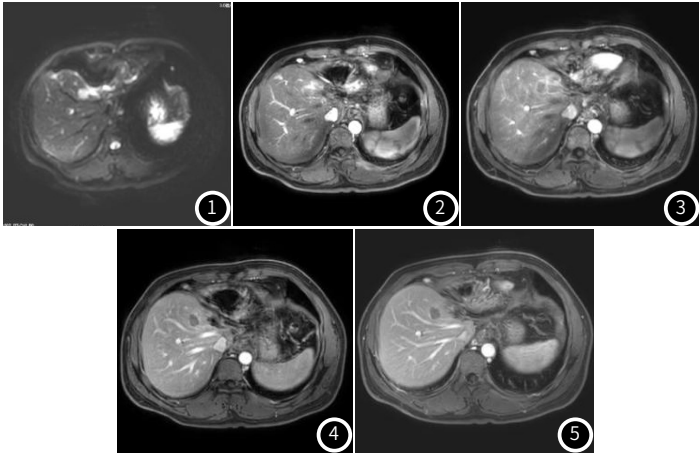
图5 43岁男性肝癌患者腹部MR表现。图1是MRI平扫图，肝近膈肌处可见一类圆形长T₁稍长/短T₂信号影，肝VIII段见一点状T₁低T₂高T₂，肝VI段见条片状T₂稍低信号影，肝IV段见两处结节状稍长T₁稍长T₂信号影，肝周及脾周见少量T₂高信号积液影；图2-图3是DWI图，肝近膈肌处病灶显示中央低边缘稍高信号；图4-图5是DCE-MRI图，肝IV段增强动脉期呈轻度不均匀强化，延迟期强化程度下降。
